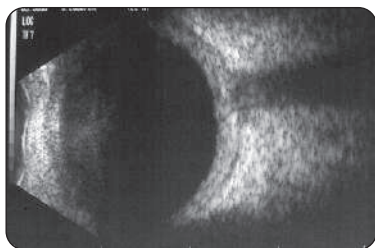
Échographie d'une sclérite postérieure
